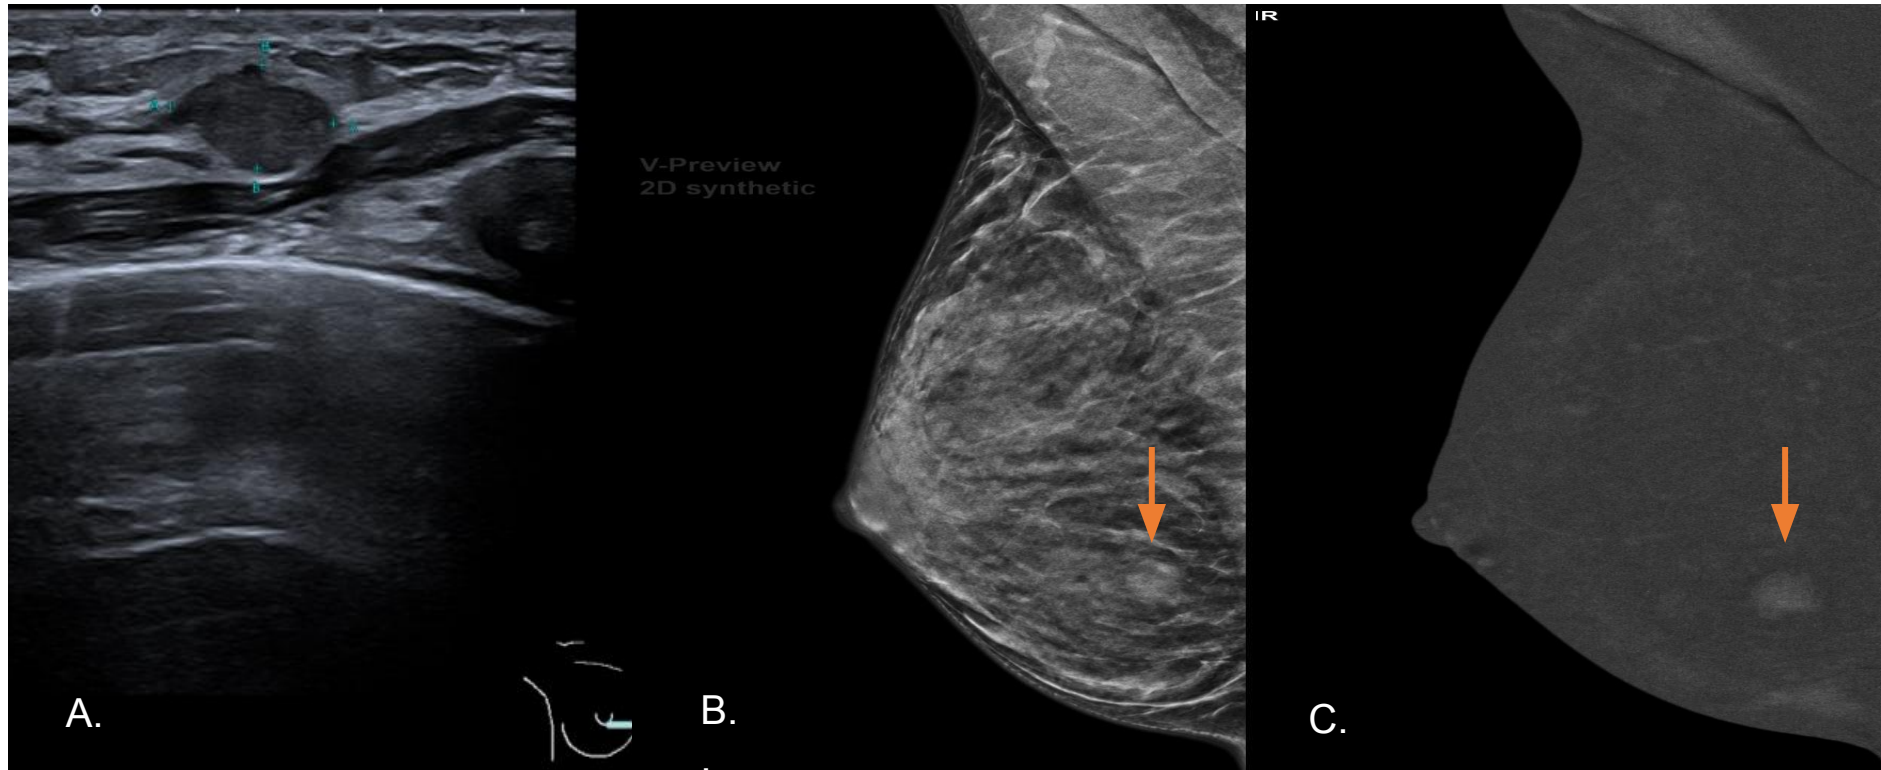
Papiloma intraductal (Lesión B3) en mama derecha. (A) Ecografía (4h): Nódulo heterogéneo de 14x11 mm, hipoeicoico y circunscrito, con un componente quístico periférico sugerente de lesión papilar. (B) Proyección oblicua mediolateral (OML): Mama extremadamente densa (ACR D) que dificulta la identificación de la lesión (señalada con la flecha). (C) Mamografía con contraste sustracción: Realce nodular marcado de 14 mm en CII (señalada con la flecha) y área de realce no masa inespecífica en cuadrantes inferiores. Resultado: El estudio histopatológico (BAG y tumorectomía) confirmó un papiloma intraductal con márgenes libres.
